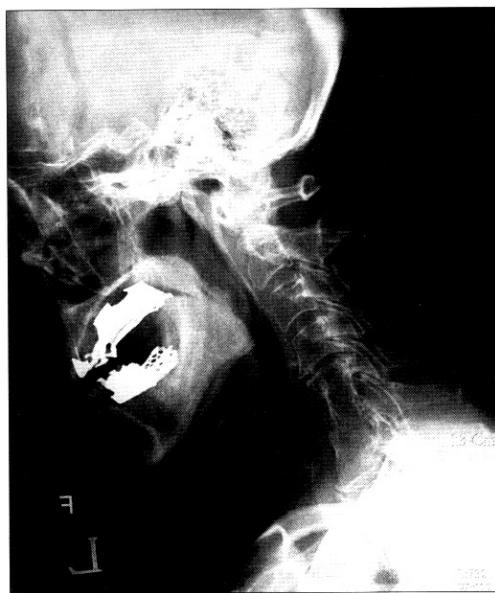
Lateral view radiograph of the cervical spine during flexion does not show any anterior atlantoaxial subluxation, atlantoaxial impaction, and subaxial subluxation.
